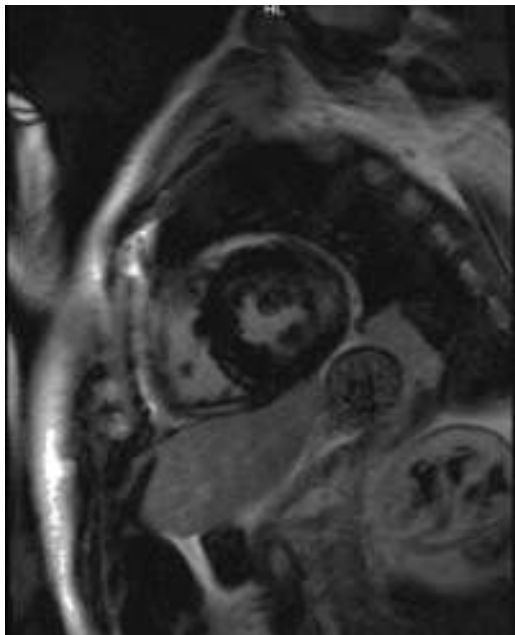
RM cardiaca que muestra engrosamiento difuso de ambos ventrículos, con realce mesocárdico de la cara lateral que se extiende al ápex ventricular del ventrículo izquierdo, compatible con enfermedad de Fabry.
